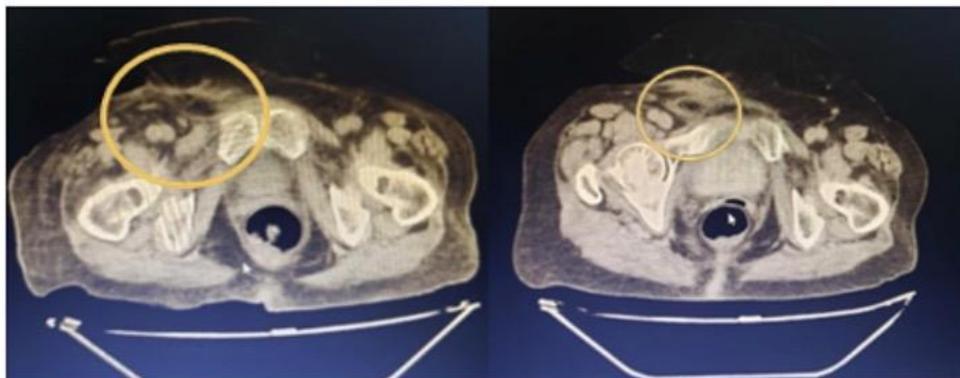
Imágenes de tomografía axial computarizada de Abdomen con imagen quística en fosa iliaca derecha en continuidad con herida en la piel inguinal.
